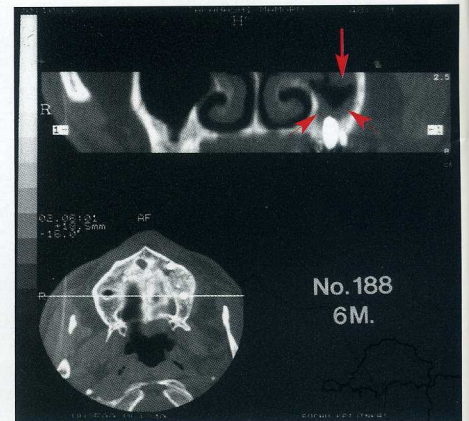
術後6ヶ月の長期後撮影CT画像では洞壁全体に洞粘膜の肥厚を認めた(矢印)。
